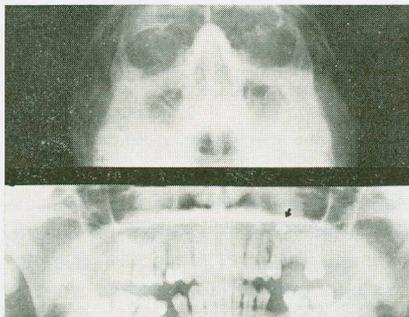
Röntgenaufnahmen einen Tag post extractionem 26 (Erläuterung im Text).
